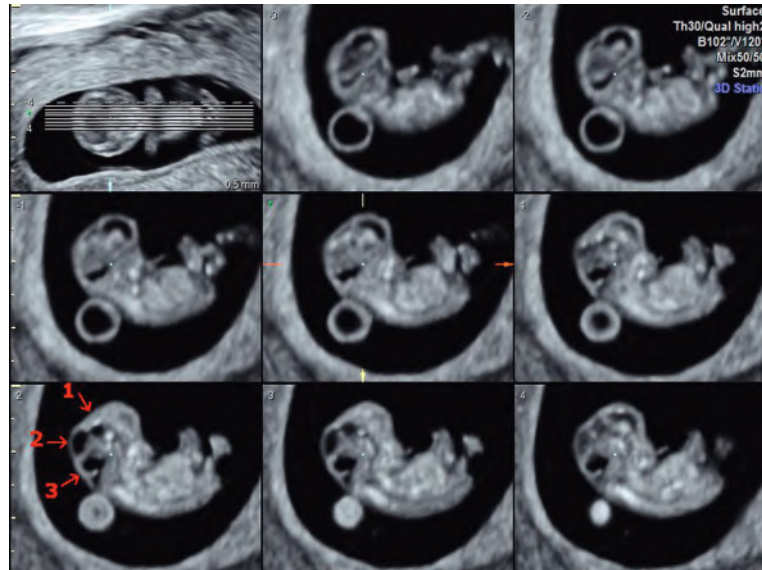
Mode tomographique ou TUI. Grossesse et embryon de 8 SA. L'image en haut à gauche indique les neuf plans de coupe reconstruits, numérotés de -4 à +4, avec leur espacement (0,5 mm). Excellente étude du système ventriculaire cérébral sur l'image inférieure gauche : V3 (1), aqueduc (2), V4 (3).
